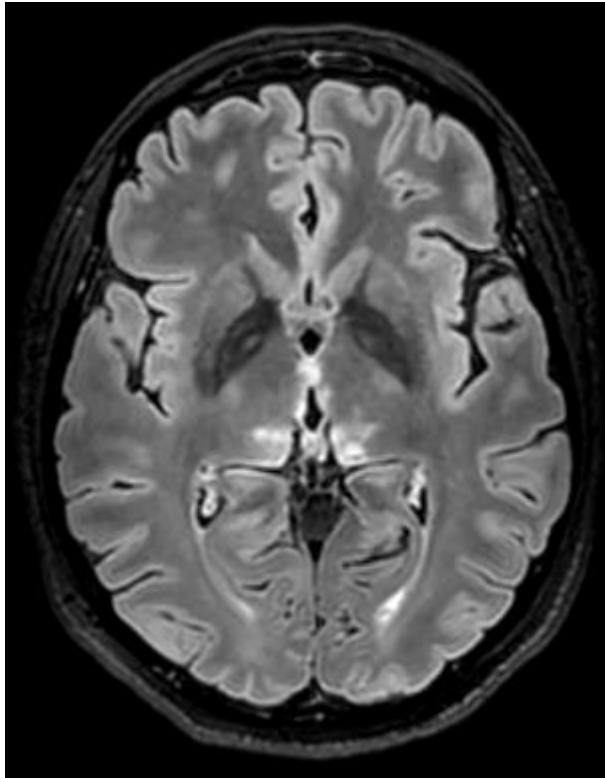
Imágenes hiperintensas T2-T2 FLAIR en región de los tálamos (dorsomedial), cuerpos mamilares, periacueductal y alrededor del III ventrículo en paciente con antecedente de TCA.
